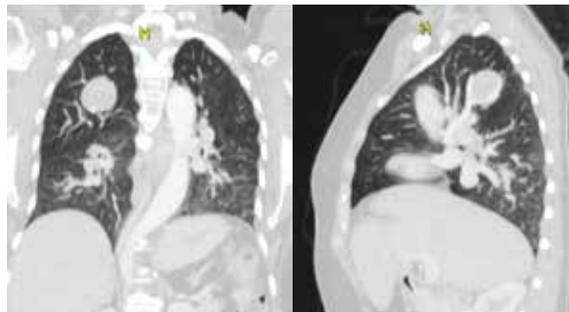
Tomografía de tórax donde se aprecia un nódulo en el lóbulo superior derecho y el drenaje anómalo de la vena superior derecha.
